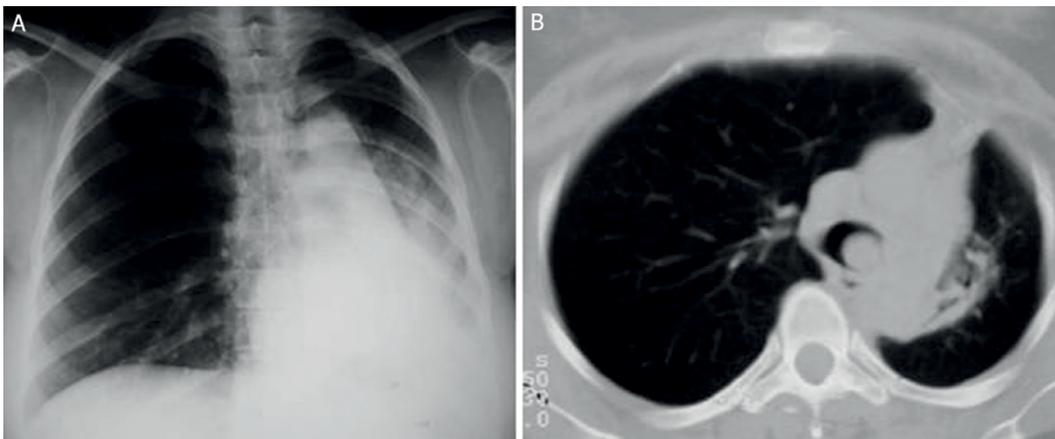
A) Radiografia mostrando opacidade em terço inferior do hemitórax esquerdo, desvio ipsilateral do mediastino e diminuição dos espaços intercostais, compatível com atelectasia do lobo inferior esquerdo. B) Tomografia computadorizada de tórax mostra uma lesão arredondada, ocluindo quase metade da luz traqueal.
